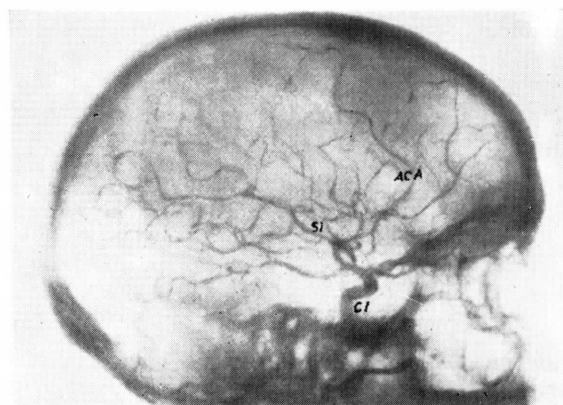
Una visión lateral parecida a la del caso anterior, pero la radiografía ha sido tomada momentos después; por eso, a la carótida interna (CI) le queda poco contraste; en cambio, la arteria cerebral anterior (ACA) y la silviana (Si) ofrecen una replección más avanzada.
